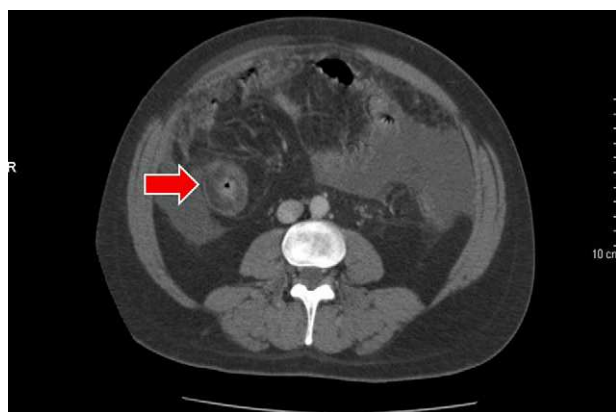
Corte transversal a nivel del abdomen tomado con TAC. Llama la atención el engrosamiento de la mucosa del colon ascendente (flecha roja).
